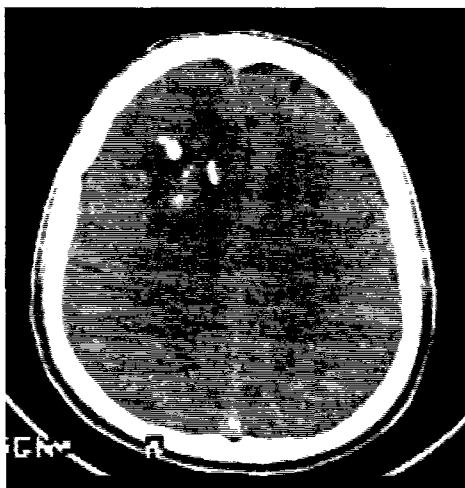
3B. 5. Aspect CT de oligodendroglom cu calcificări.
